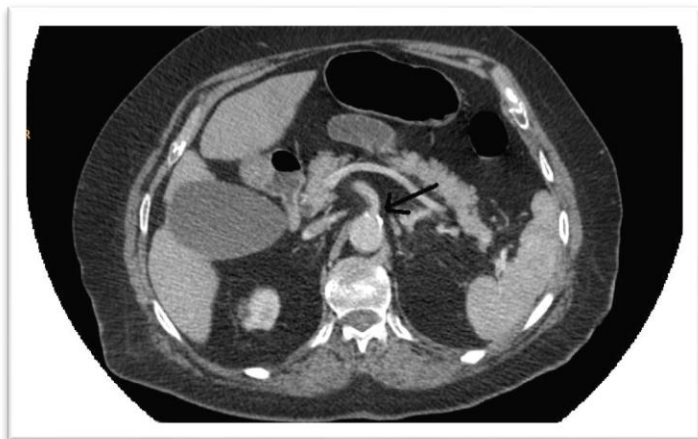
TC abdomen: salida de la AMS calcificada (flecha). Vesícula con barro. Asa de intestino delgado dilatada con pared íntegra.
